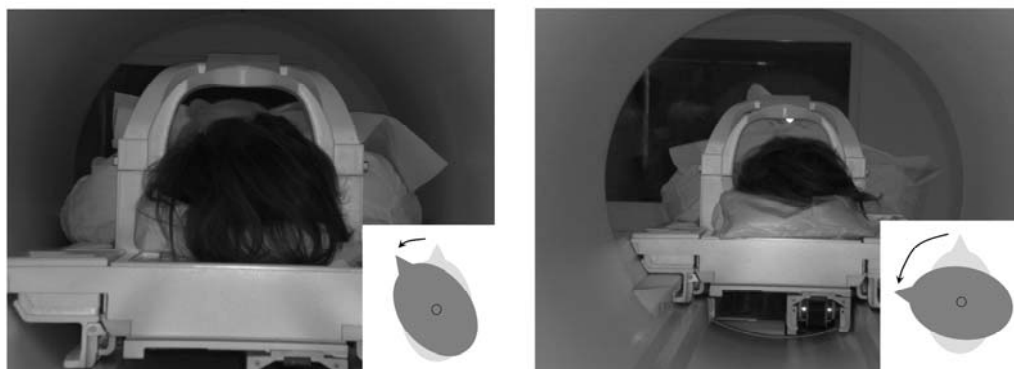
Zwei beispielhafte Kopfpositionen im MRT, die beide nicht der Neutral-Null-Stellung entsprechen.
